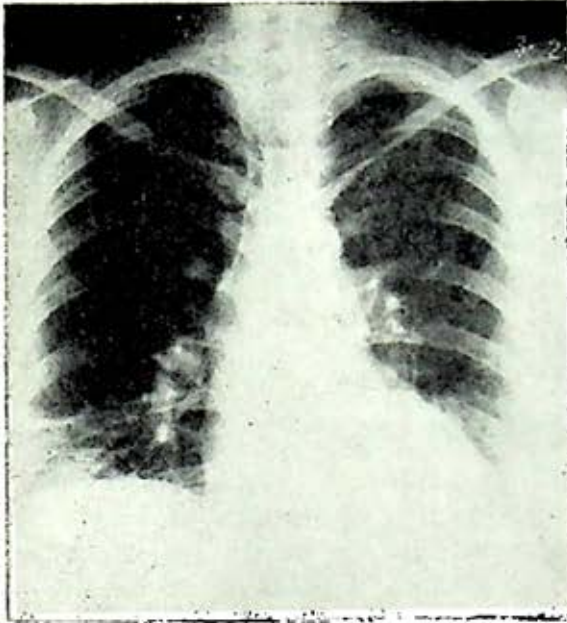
Radiografía posteroanterior de tórax en un enfermo con infartos pulmonares en ambos lóbulos inferiores. Hay opacidades heterogéneas bilaterales, borramiento del seno costodiafragmático izquierdo, aumento de calibre y opacidad de ambas arterias pulmonares, y oligohemia de lóbulos superior derecho y medio
